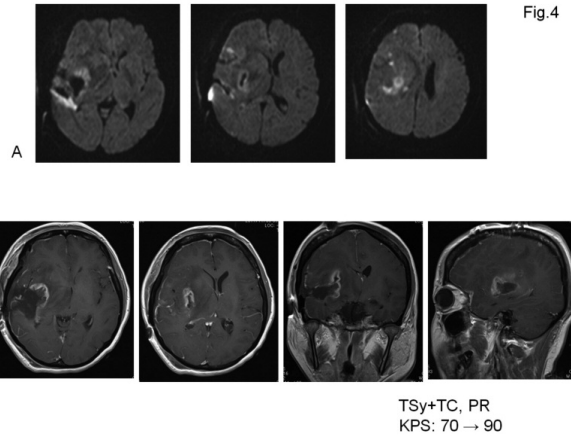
Postoperative DWI and Gd-MRI.
